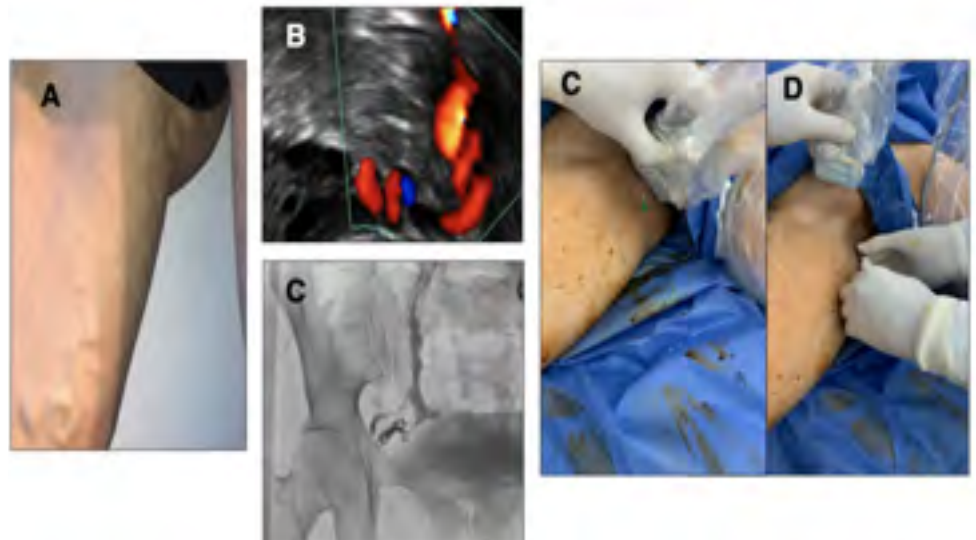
A y B. Várices atípicas con fuga pudenda bilateral evidenciada por examen físico y ecodoppler color. C y D. Flebografía de embolizaciones previas, donde se visualiza embolización de vasos gonadales bilateral, venas pudenda bilateral y glútea inferior derecha. E, F y G. Embolización ecoasistida de punto inguinal bilateral. En ecodoppler se visualiza espuma en vena del ligamento redondo, nótese la proximidad de vena y arteria femoral.
